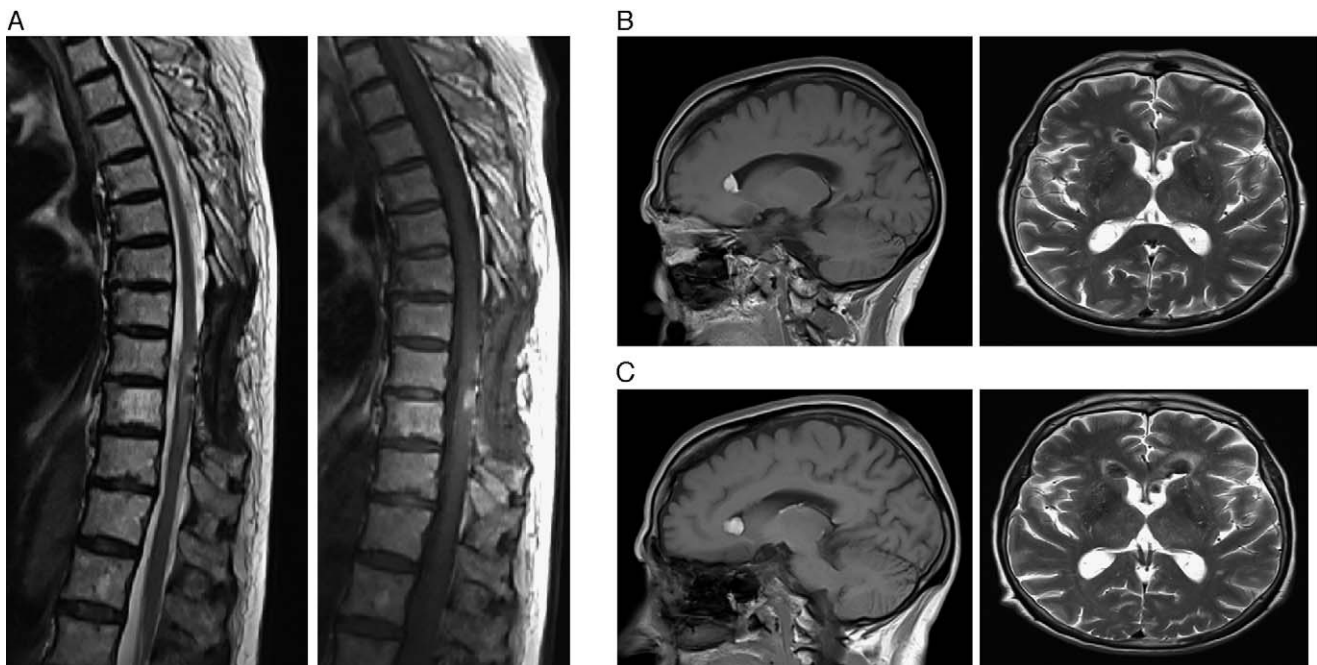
A) RM sagital T2 y sagital T1: entre el segmento D9 y D10 existe una lesión de 1 cm situada en la región posterolateral derecha de la médula, indicativa de depósito de melanina. B) RM sagital T1 y axial T2: imágenes indicativas de implantes ependimarios en ambas astas anteriores de ventrículos laterales. C) RM sagital T1 y axial T2: aumento de tamaño de los implantes ependimarios.
